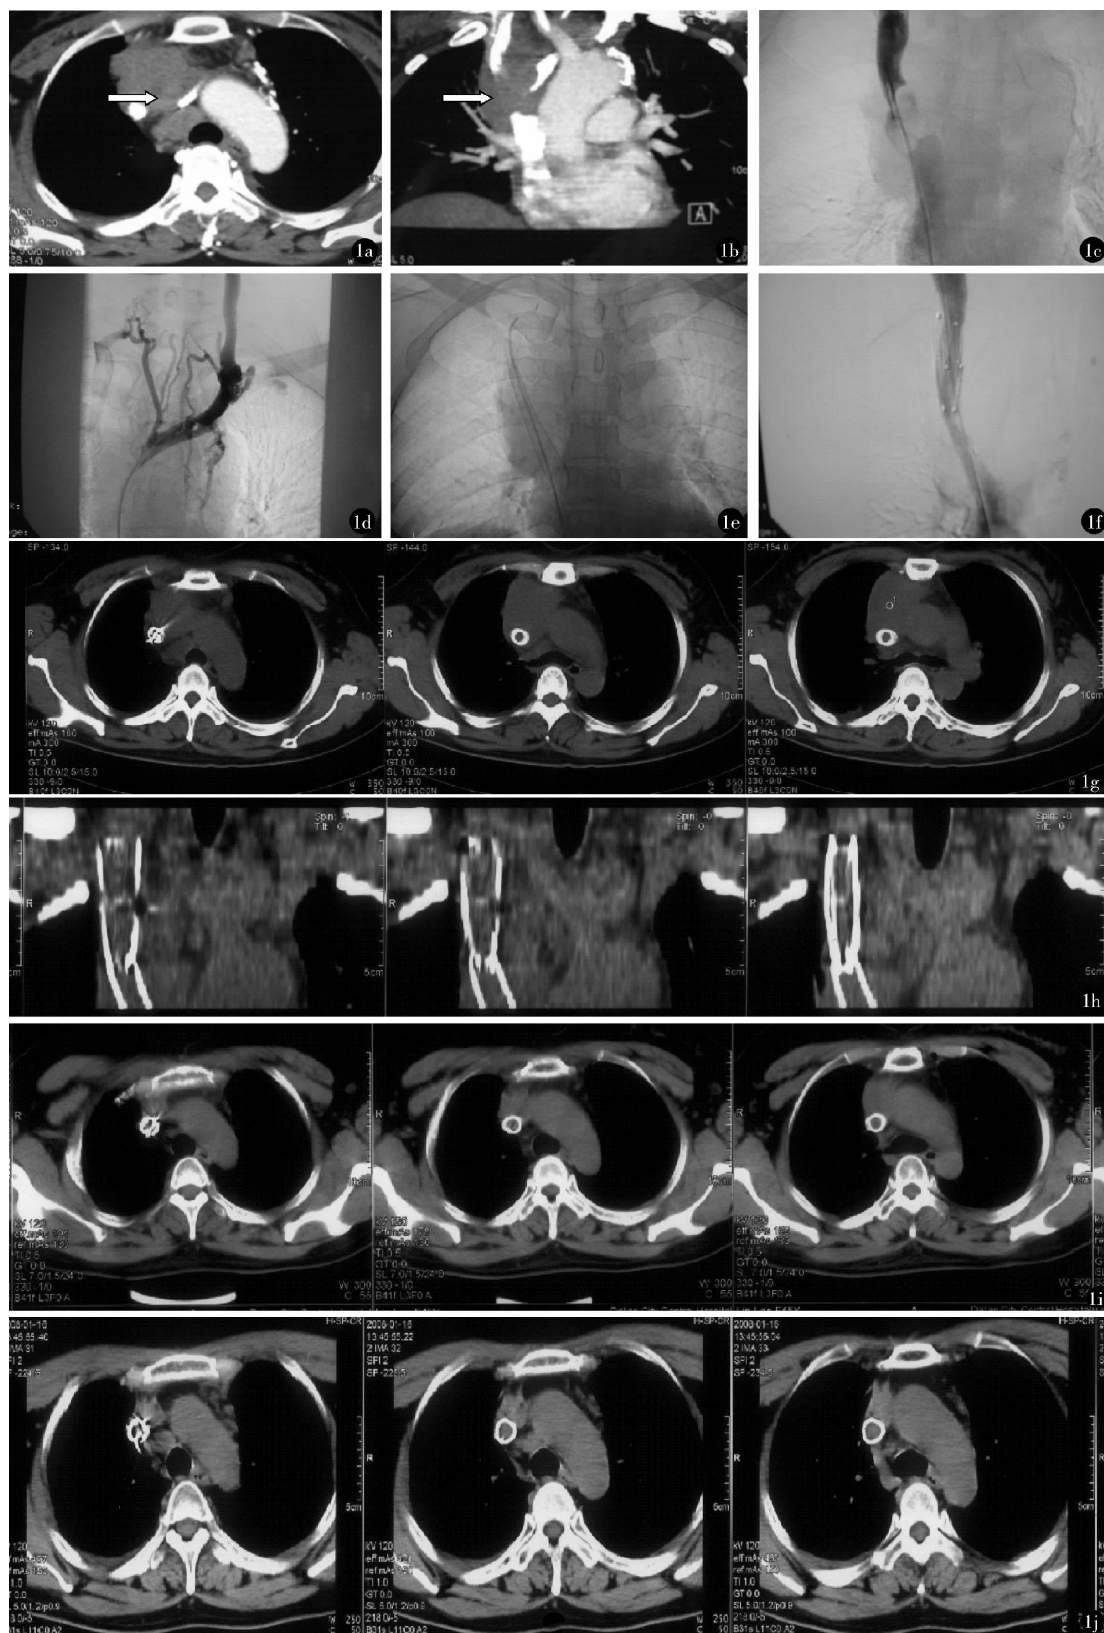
恶性胸腺瘤所致SVCS a、b. CT重建提示病变累及左右头臂静脉汇合部(箭头所示) c、d. 造影提示左右头臂静脉近汇合部可见充盈缺损,并可见大量侧支静脉 e、f. 开通上腔静脉主干与右侧头臂静脉,置入Wallstent支架(18 mm×60 mm)后,远端开放不佳,在Wallstent支架内采用同轴技术置入Z形支架(20 mm×50 mm)后,回流障碍解除 g、h. 支架成形术后20日复查胸部CT,支架形态正常 i. 支架成形术后7个月,病灶区放疗后3个月,胸部CT提示肿瘤缩小,支架形态正常 j. 支架成形术后26个月复查胸部CT,肿瘤稳定,支架形态正常
